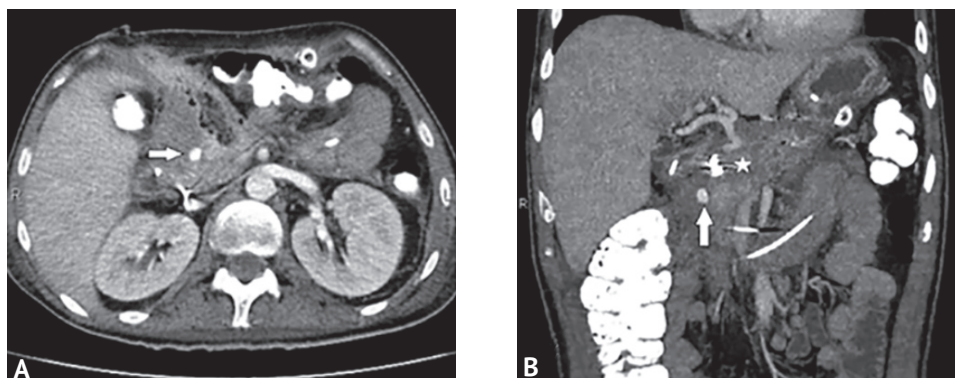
Компьютерная томограмма брюшной полости с контрастным усилением. А — аксиальная проекция; В — фронтальный срез. Сохраняется аневризма бассейна желудочно-двенадцатиперстной артерии диаметром 10 мм (стрелки на рис. 8 А, 8 В). Спиральные эмболы в просвете желудочно-двенадцатиперстной артерии (звездочка на рис. 8 В)
